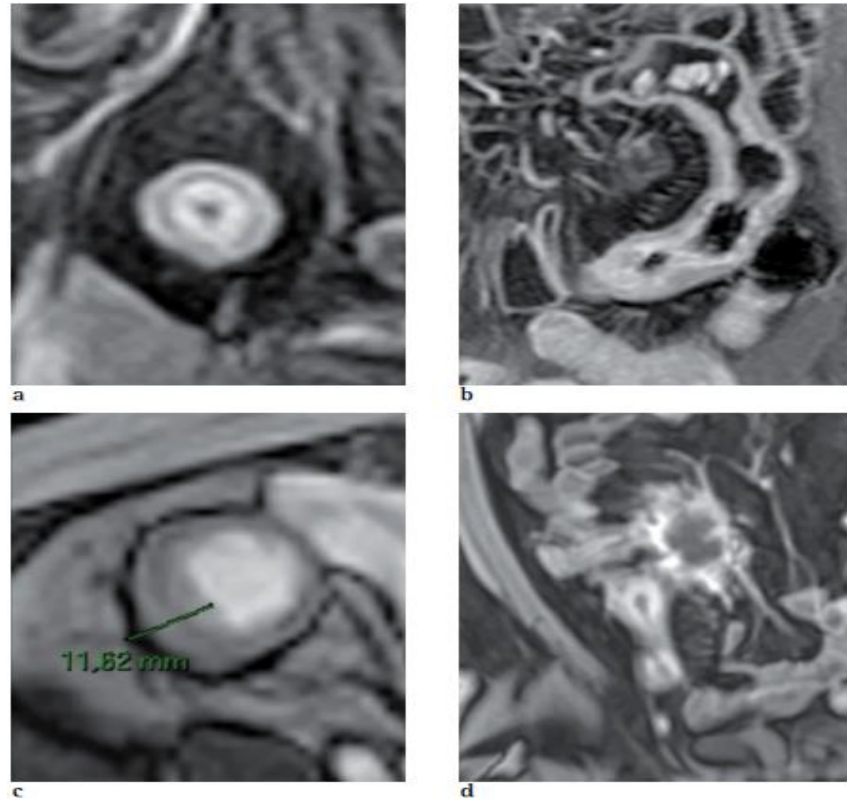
Entéro-IRM montrant des signes radiologiques caractéristiques de la présence d'inflammation au cours de la maladie de Crohn. ^[67]
